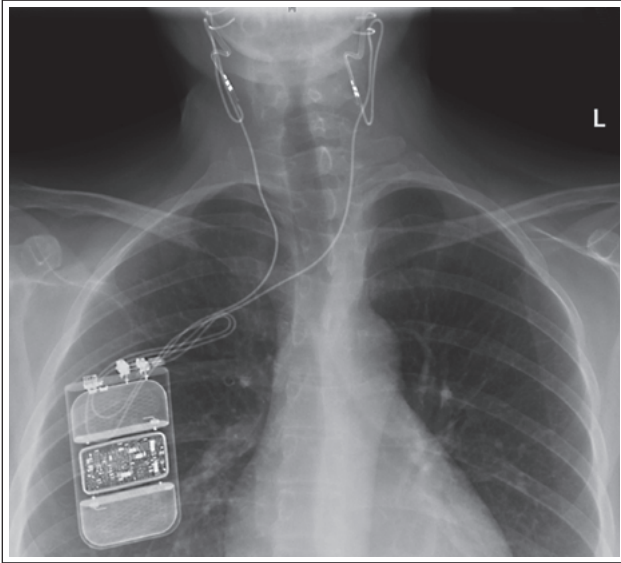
Thorax-Röntgenaufnahme bei einem Patienten mit implantiertem Karotisschrittmacher (Elektrodenchlinge am Hals für Halsbewegungen)..
